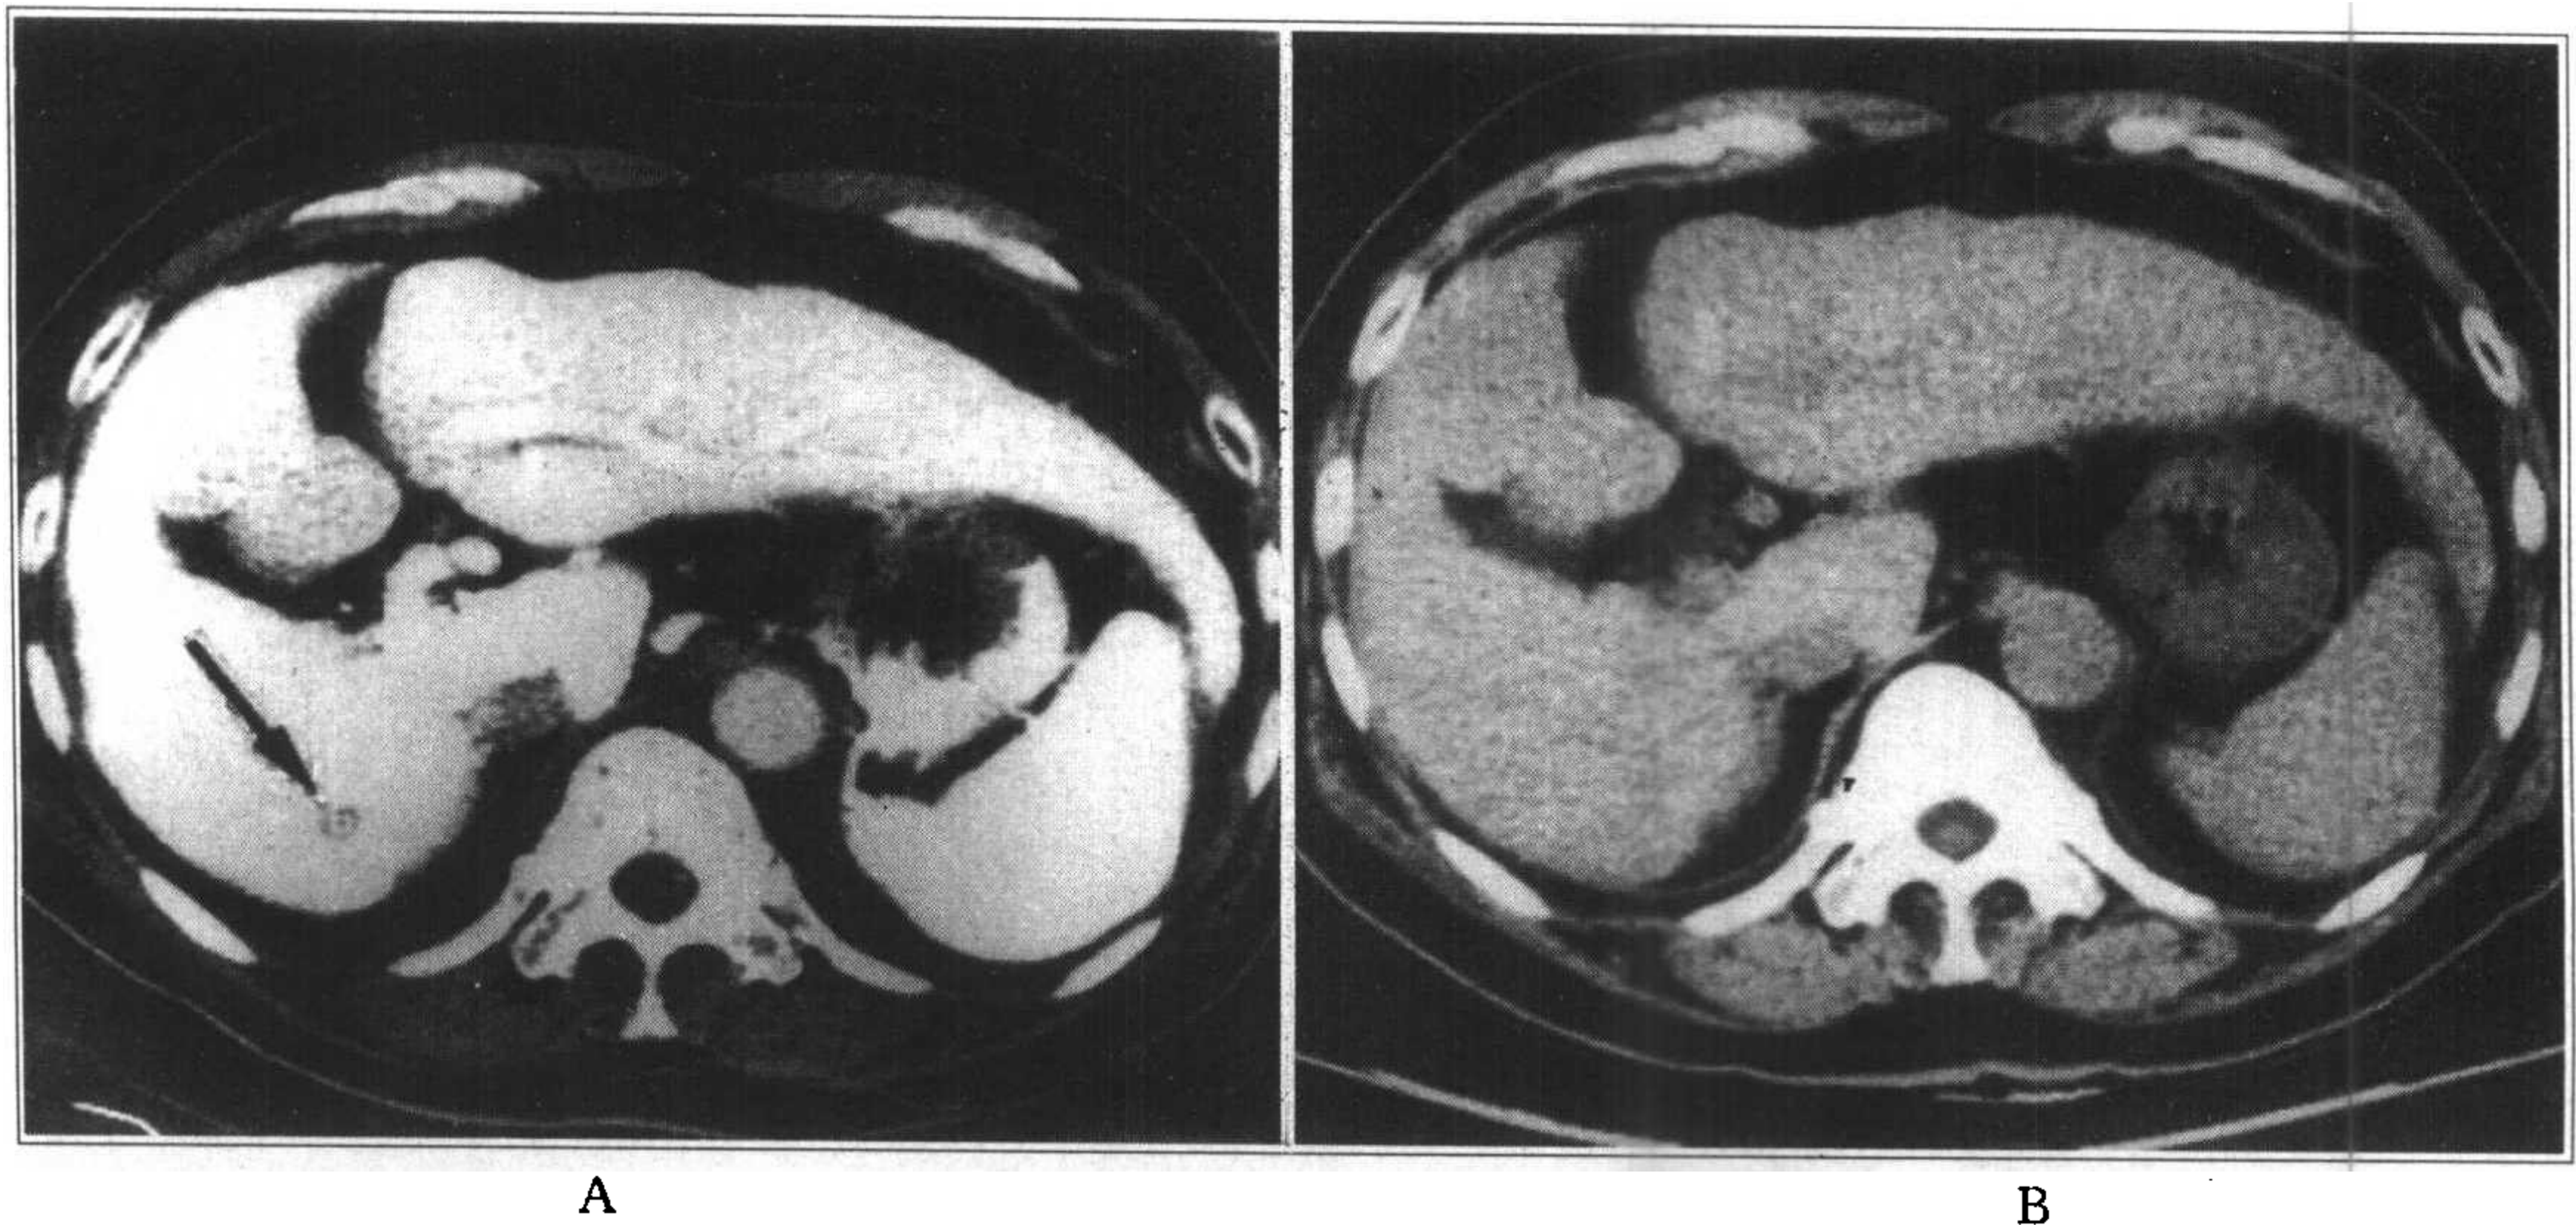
小肝癌门脉造影 CT (CTAP) 检查
